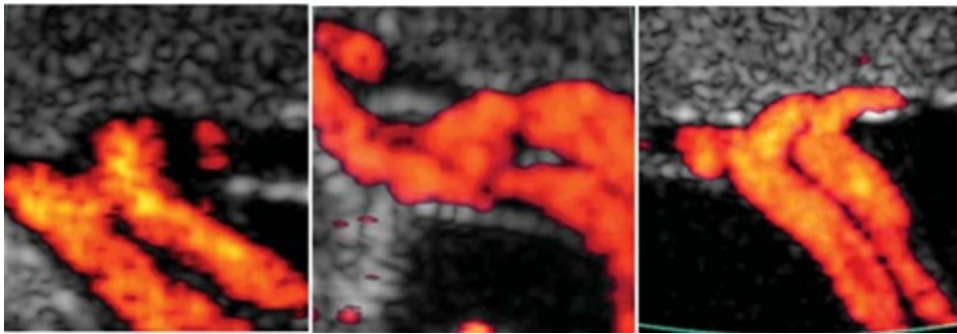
Ultrassonografia Doppler onde é visível a Anastomose de Hyrtl [21].
